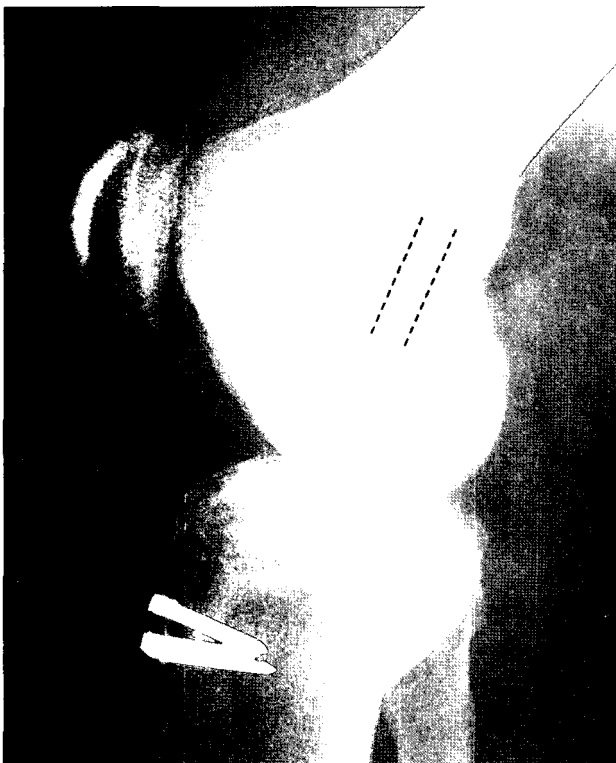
Lateral radiograph showing anterior femoral tunnel placement. Ideal femoral placement should be as posterior in the notch as possible without violating the posterior cortical wall.
